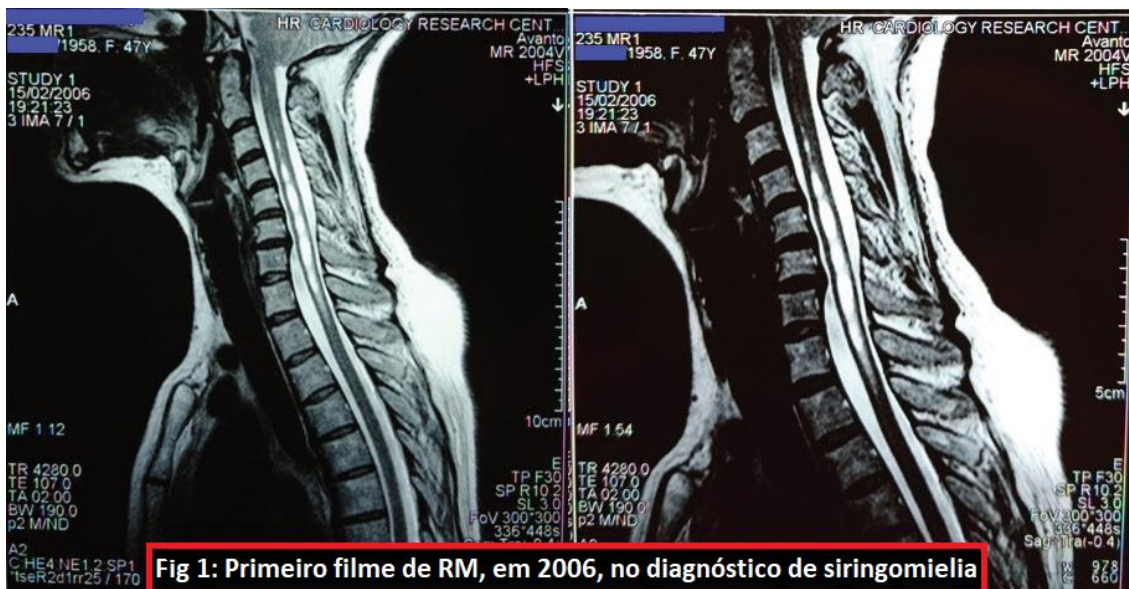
Primeiro filme de RM, em 2006, no diagnóstico de siringomielia.
